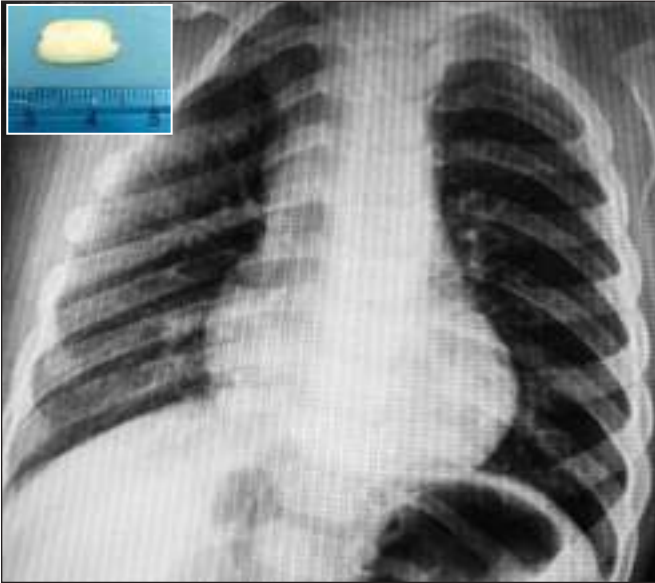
На обзорной рентгенограмме органов грудной клетки ребёнка 1,5 лет (инородное тело левого главного бронха – арахис) отмечается гиперпневматизация левого лёгкого, опущение диафрагмы слева, расширение межрёберных промежутков слева.
